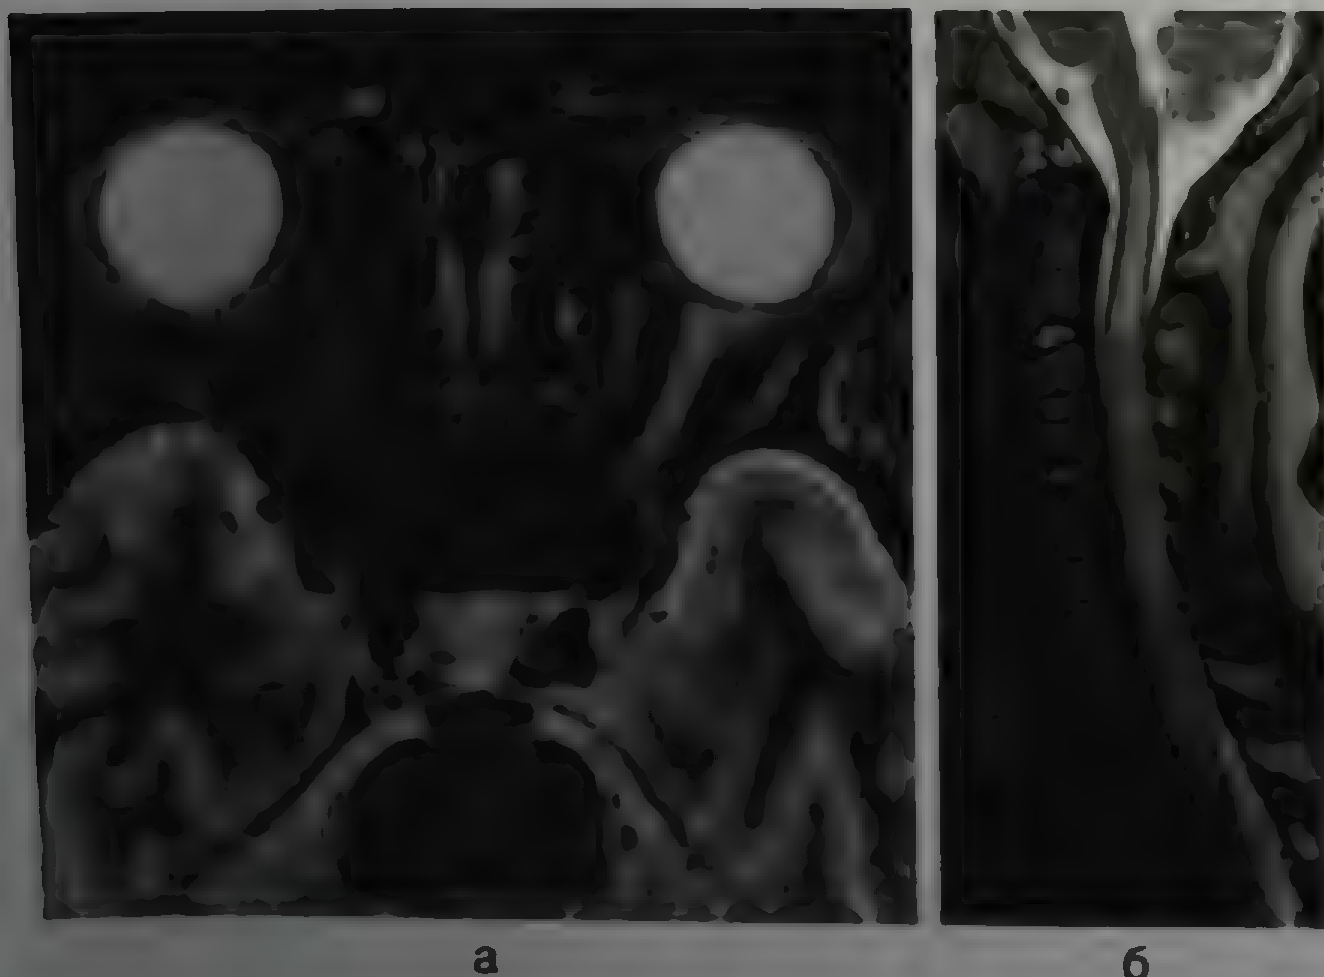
Магнитно-резонансные томограммы головного (зрительного нерва) и спинного мозга при ОНМ: а — типичный продольный очаг в левом зрительном нерве на T2-взвешенном изображении; б — продольный поперечный очаг на T2-взвешенном изображении в спинном мозге, длительность очага превышает три сегмента спинного мозга на сагиттальном срезе
